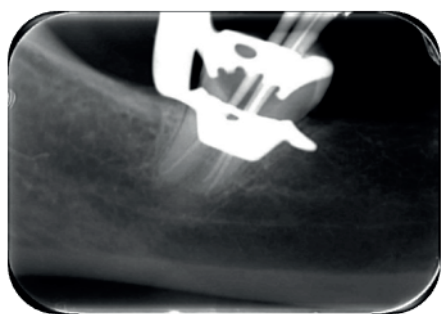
Radiografia prova do cone
